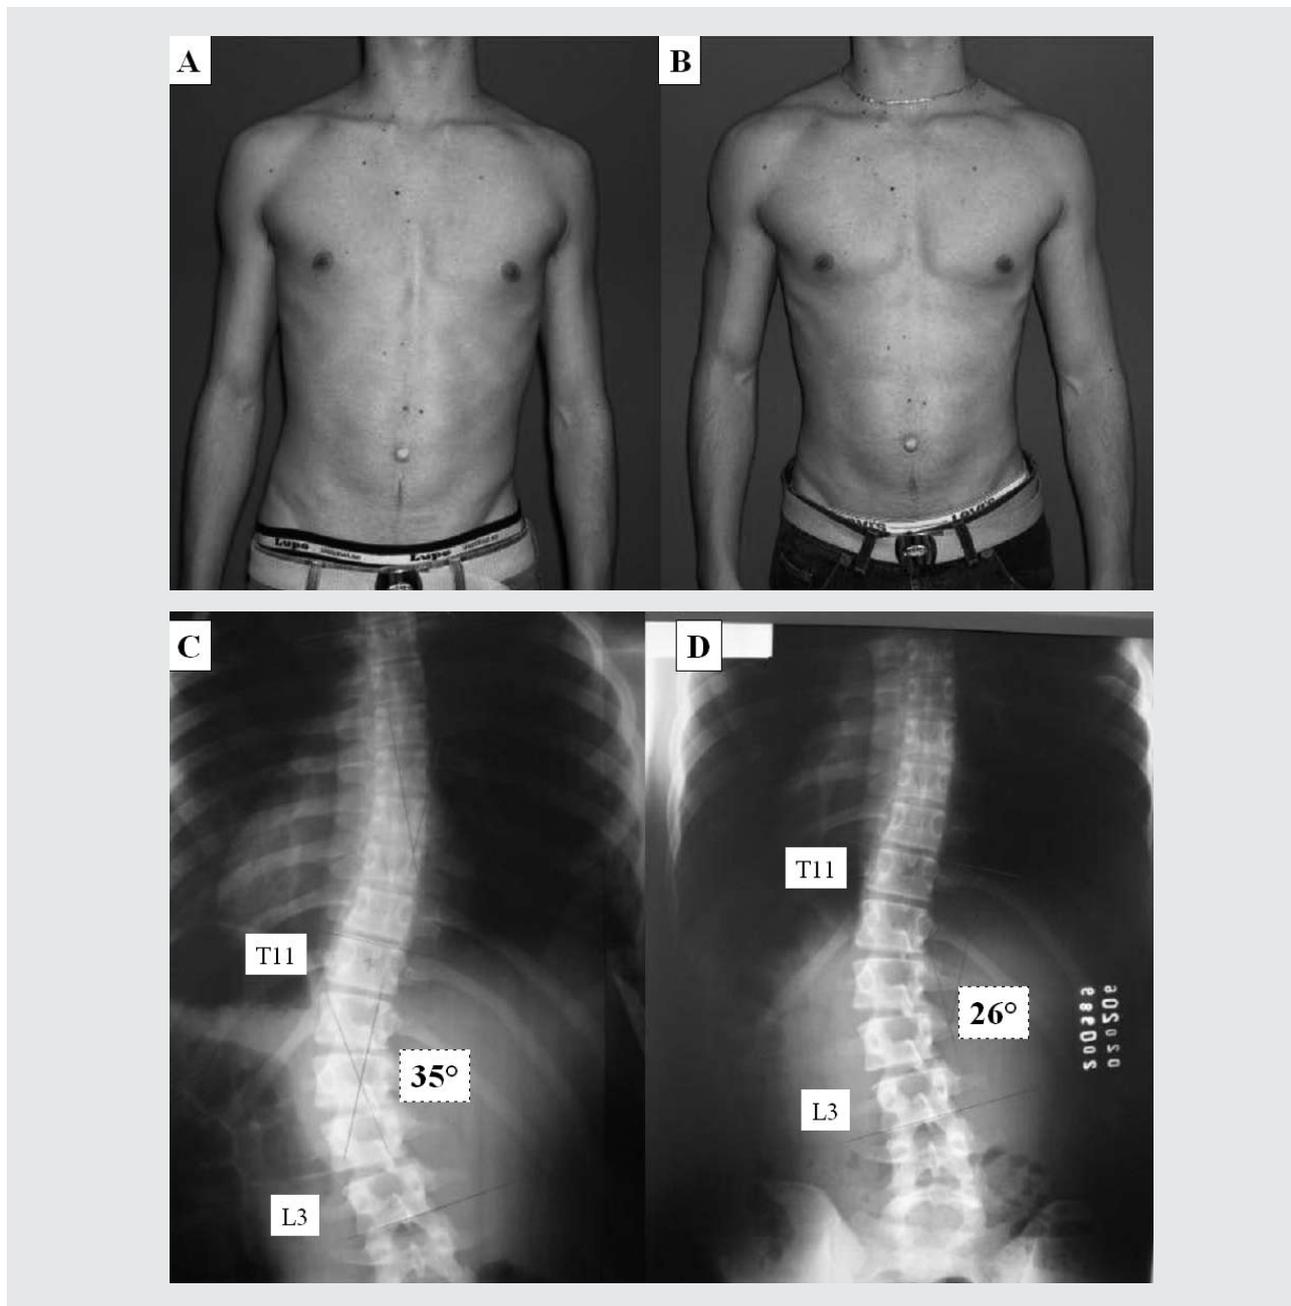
Paciente 2 da tabela 1. Aspecto clínico e radiológico de antes (A e C) e depois de um ano de tratamento (B e D) com cumprimento rigoroso do protocolo quanto a tempo diário de utilização do colete inclinado e exercícios. As radiografias pré (C) e pós-tratamento (D) foram feitas sem o colete, e o discreto componente rotacional mostrou-se melhorado na radiografia final.
